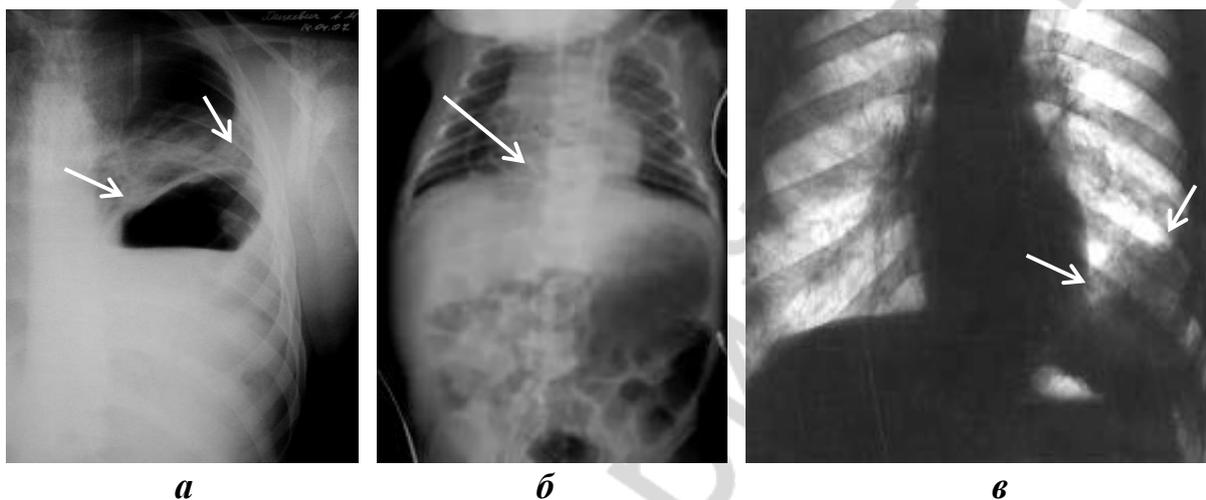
Рентгенография органов грудной клетки при диафрагмальных грыжах различного генеза:
